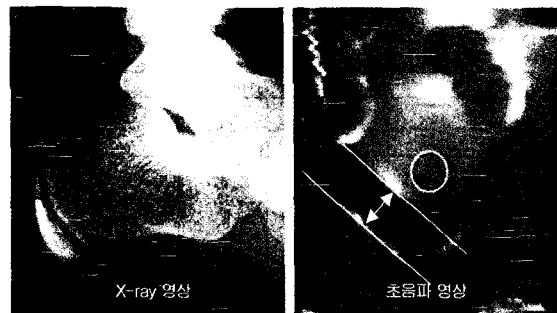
Comparison of the opening degree of growth plate between X-ray and ultrasonic image in calcaneus bone
